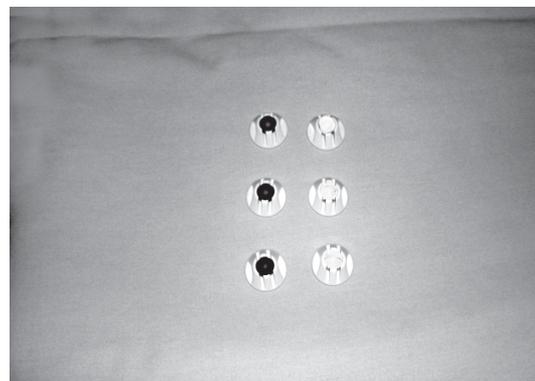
Fiduciales adhesivos cutáneos azules (los ubicados a la izquierda) para TC y verdes para RMN.
